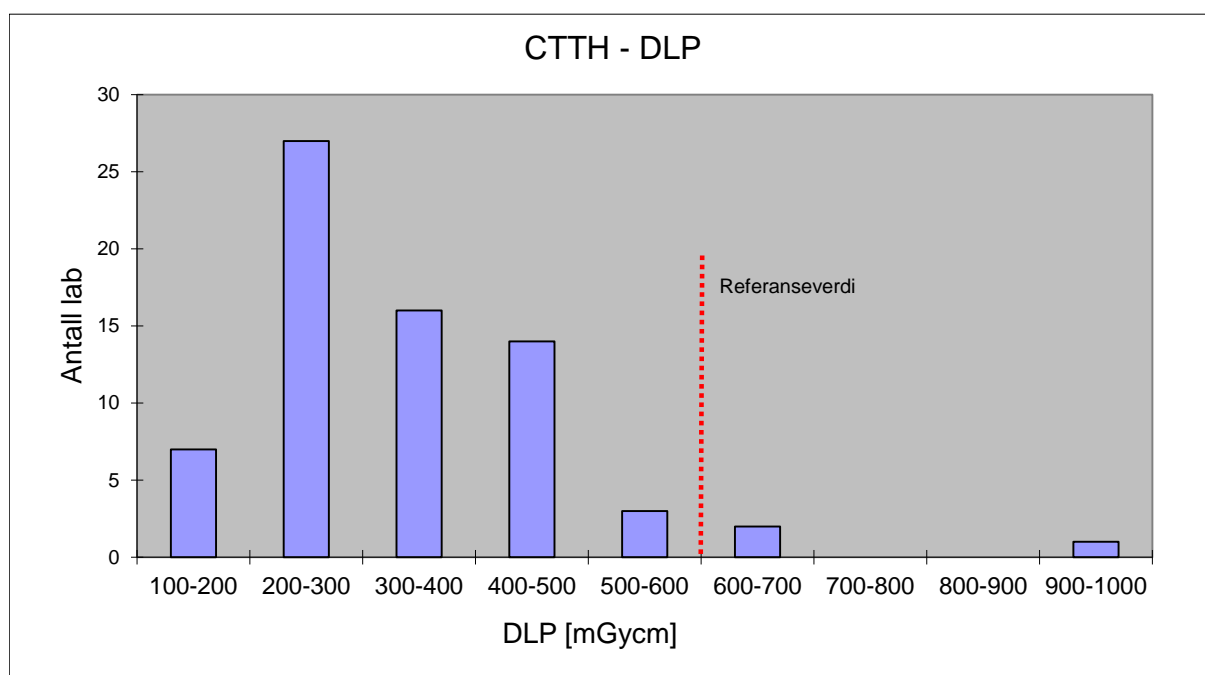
Fordeling av de innsamlede DLP verdiene for CT thorax. I tillegg vises den nasjonale referanseverdien (NRV) på 600 mGycm som var gjeldende på tidspunktet før innsamlingen.
